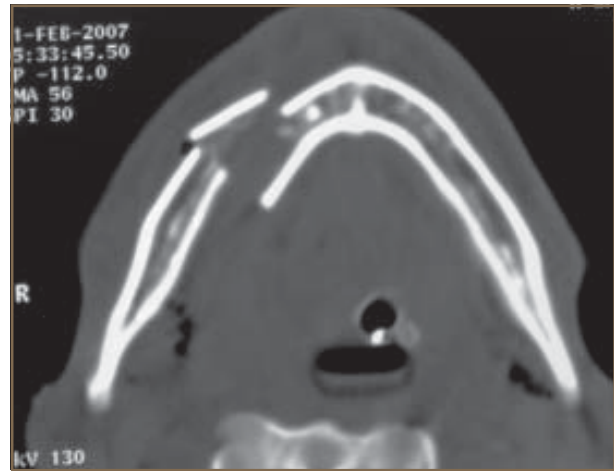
Tomografía computada, corte axial, donde se observa una fractura del cuerpo anterior derecho conminutada.
